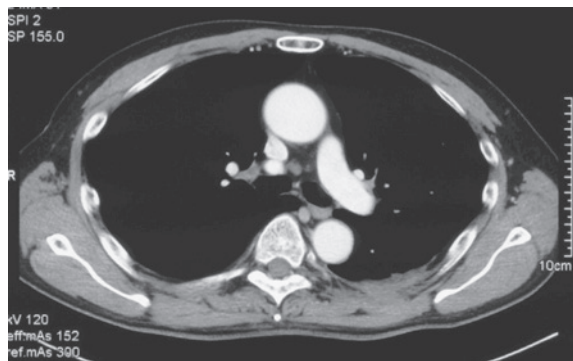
Chest CT scan after treatment shows a reduction in the primary lesion.
